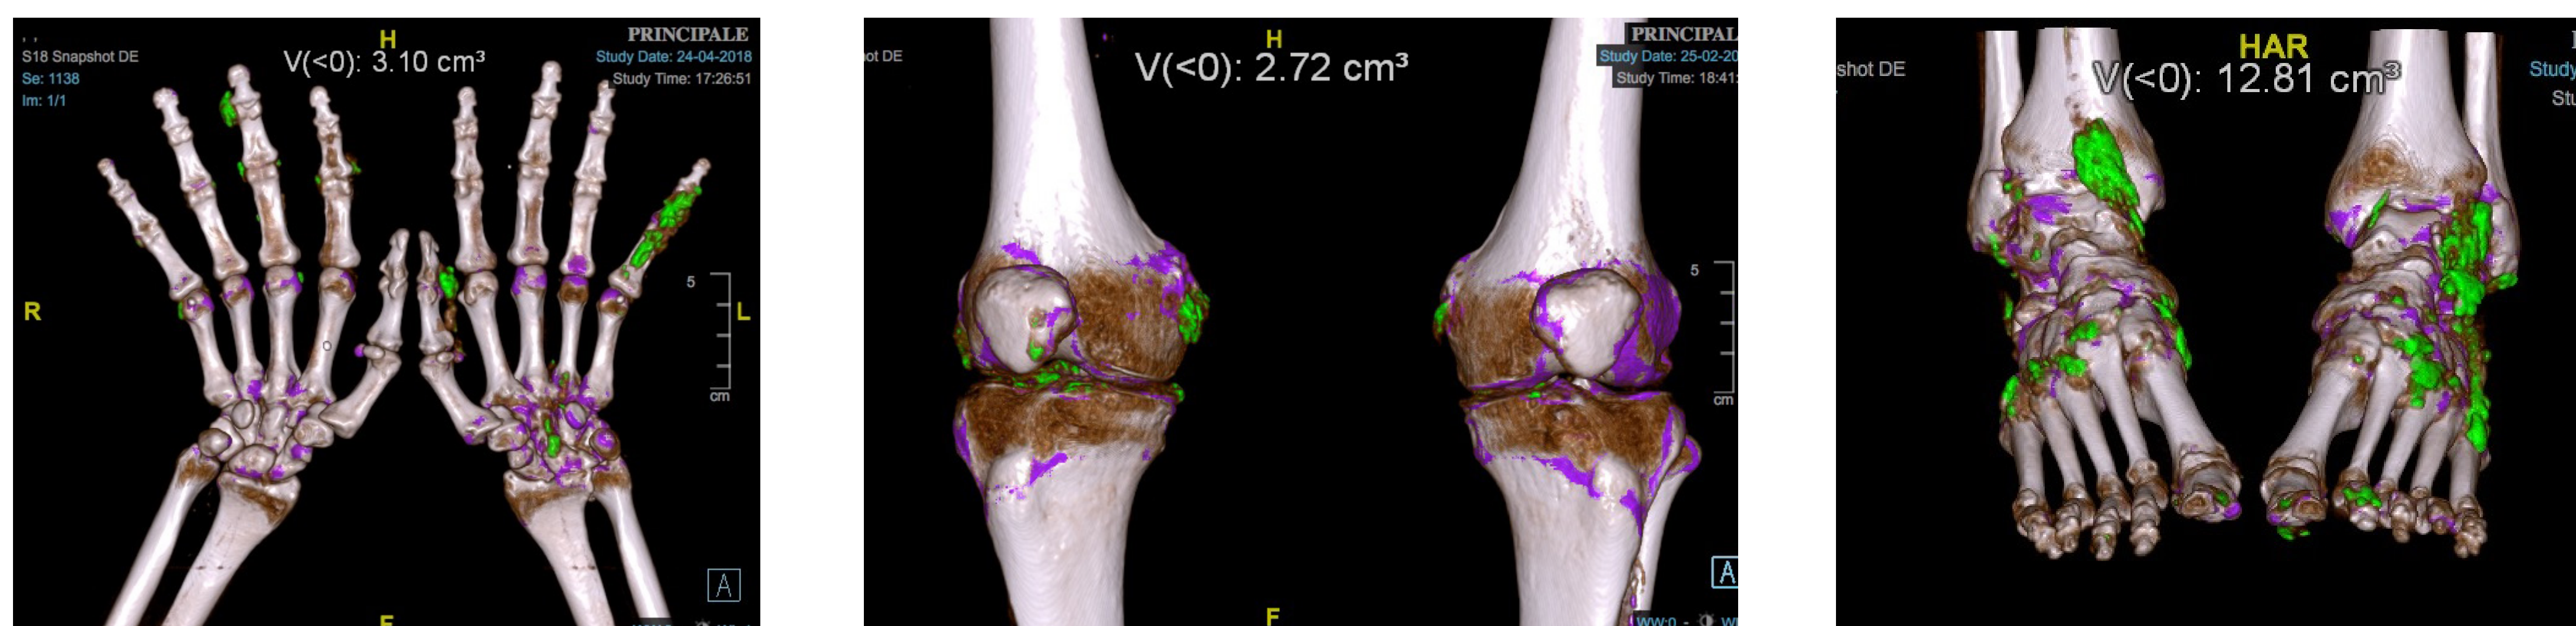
Paziente di 64 anni con artropatia gottosa. Dual Energy CT. Volume Rendering con color overlay per cristalli di urato monosodico. La codifica di colore mostra multipli depositi di acido urico, espressi dal colore verde, a livello dei tessuti molli del carpo a sinistra e delle dita delle mani, bilateralmente (A), delle ginocchia (B) e dei piedi e caviglie (C). Il software consente il calcolo del volume totale dei depositi di acido urico.
